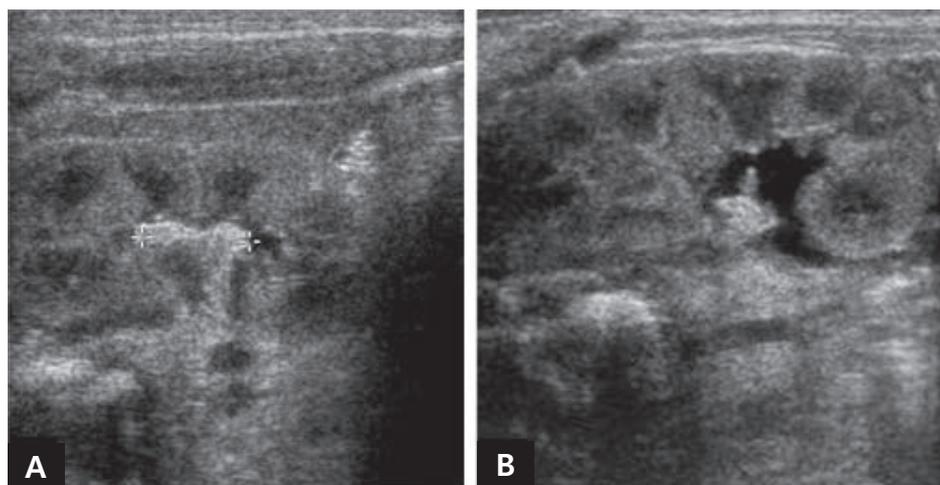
Ultrasonographic findings of renal mycetoma. (A) A 45-day old male, a nonshadowing echogenic lesion, measuring 1 cm, in the renal pelvis. (B) A 37-day old male, an echogenic focus in the collecting system resulting in mild pelviectasis.
